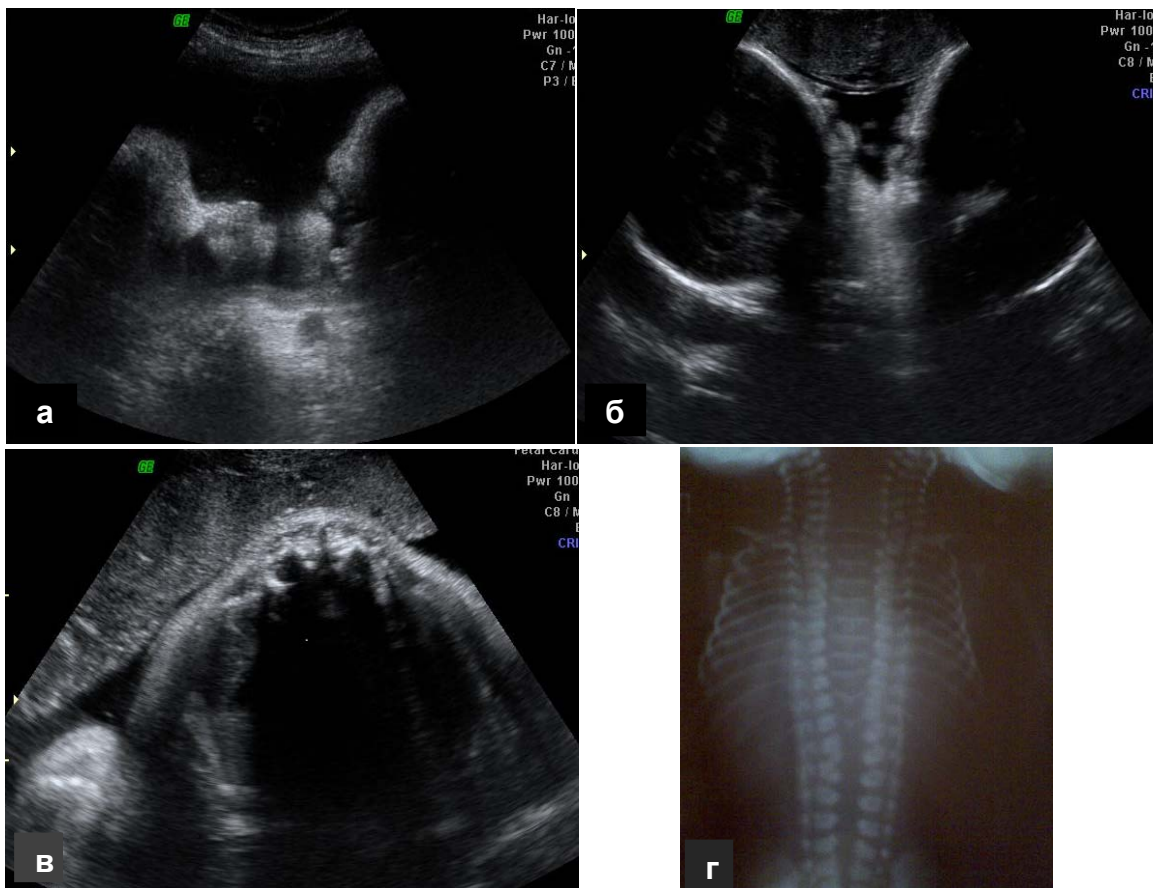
Полное неразделение близнецов. а – лица плодов расположены под углом друг к другу; б – две головы, сращение начинается с шейного отдела; в – два позвоночных столба в поясничном отделе; г – рентгенограмма позвоночника
